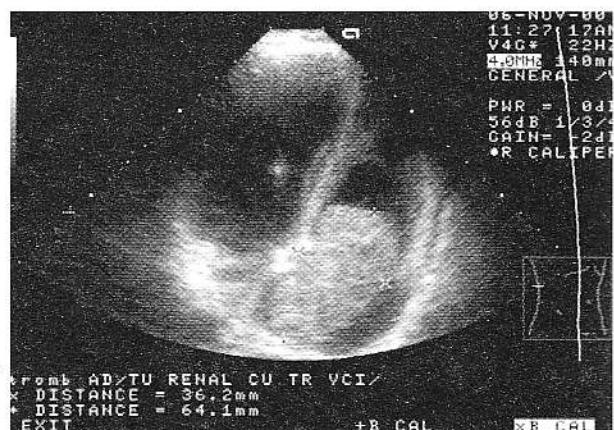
Explorare ecocardiografică. Apical patru camere: trombul din atriu drept surprins în diastolă, trecând parțial prin valva tricuspidă.
